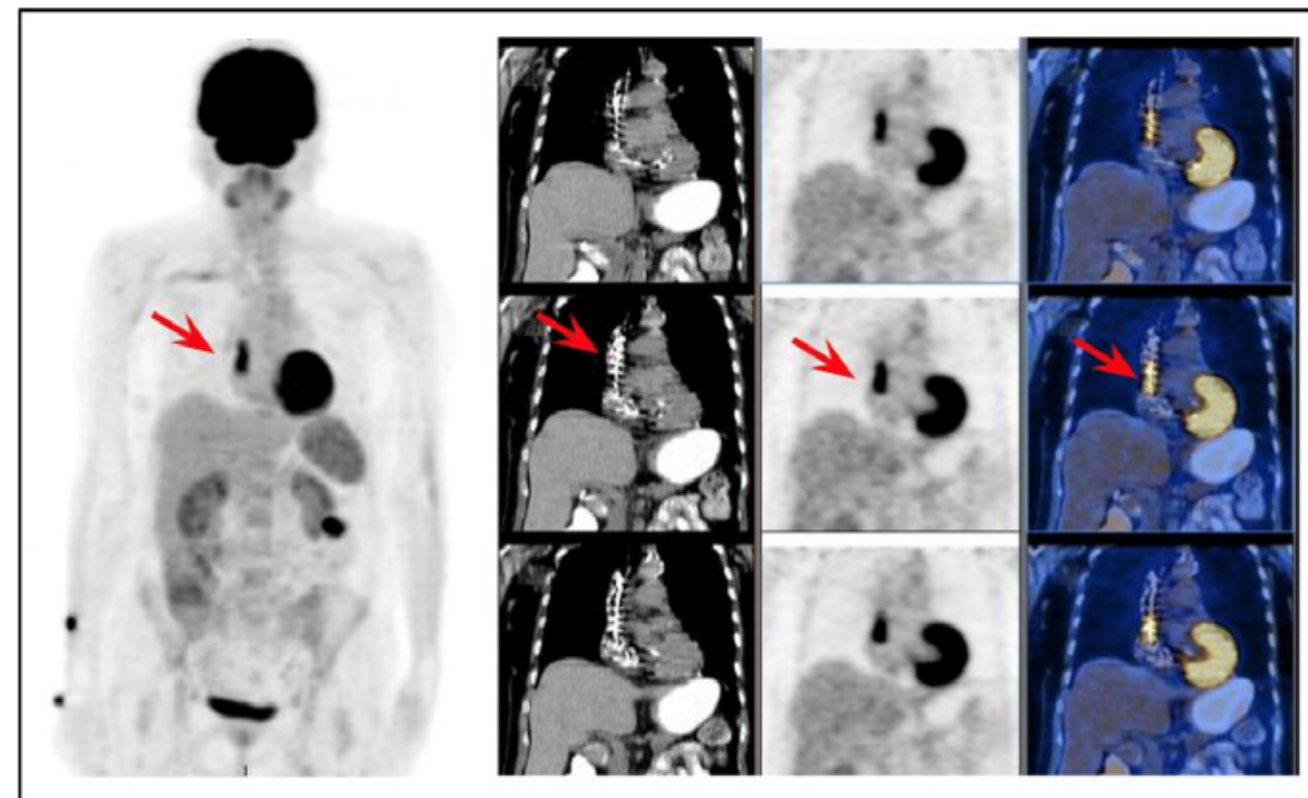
Paciente de 82 años de edad que ingresa por fiebre y pirogenemia. Reemplazo de válvula aórtica prótesis biológica más CRM. 4 pares de hemocultivos negativos. ETE sin vegetaciones valvulares. Imagen de PET-TC con intensa captación periprotésica sobre el anillo aórtico donde se aprecian sectores focales de mayor intensidad (SUV 5.9).
